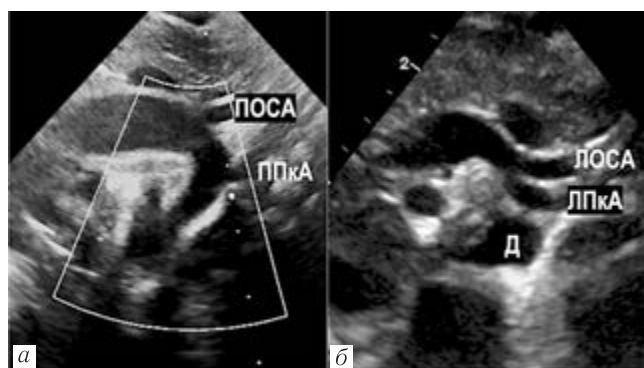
Двухмерная эхокардиография новорожденного: *а* — правая дуга аорты с отхождением правых общей сонной и подключичной артерий (ПОСА и ППКА); *б* — направленный кзади левый плечеголовной ствол и его ветви: левая общая сонная артерия (ЛОСА) и левая подключичная артерия (ЛПКА); дивертикул от нисходящей аорты (Д)
